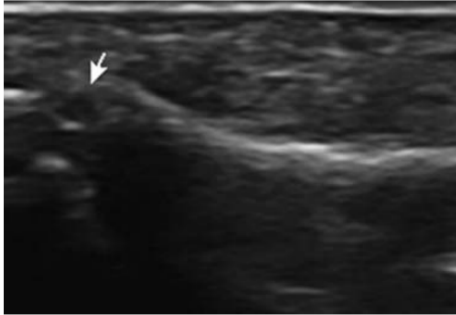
Ultrasonographic example of bone erosion in the third metacarpal bone, in the longitudinal plane (arrow).
